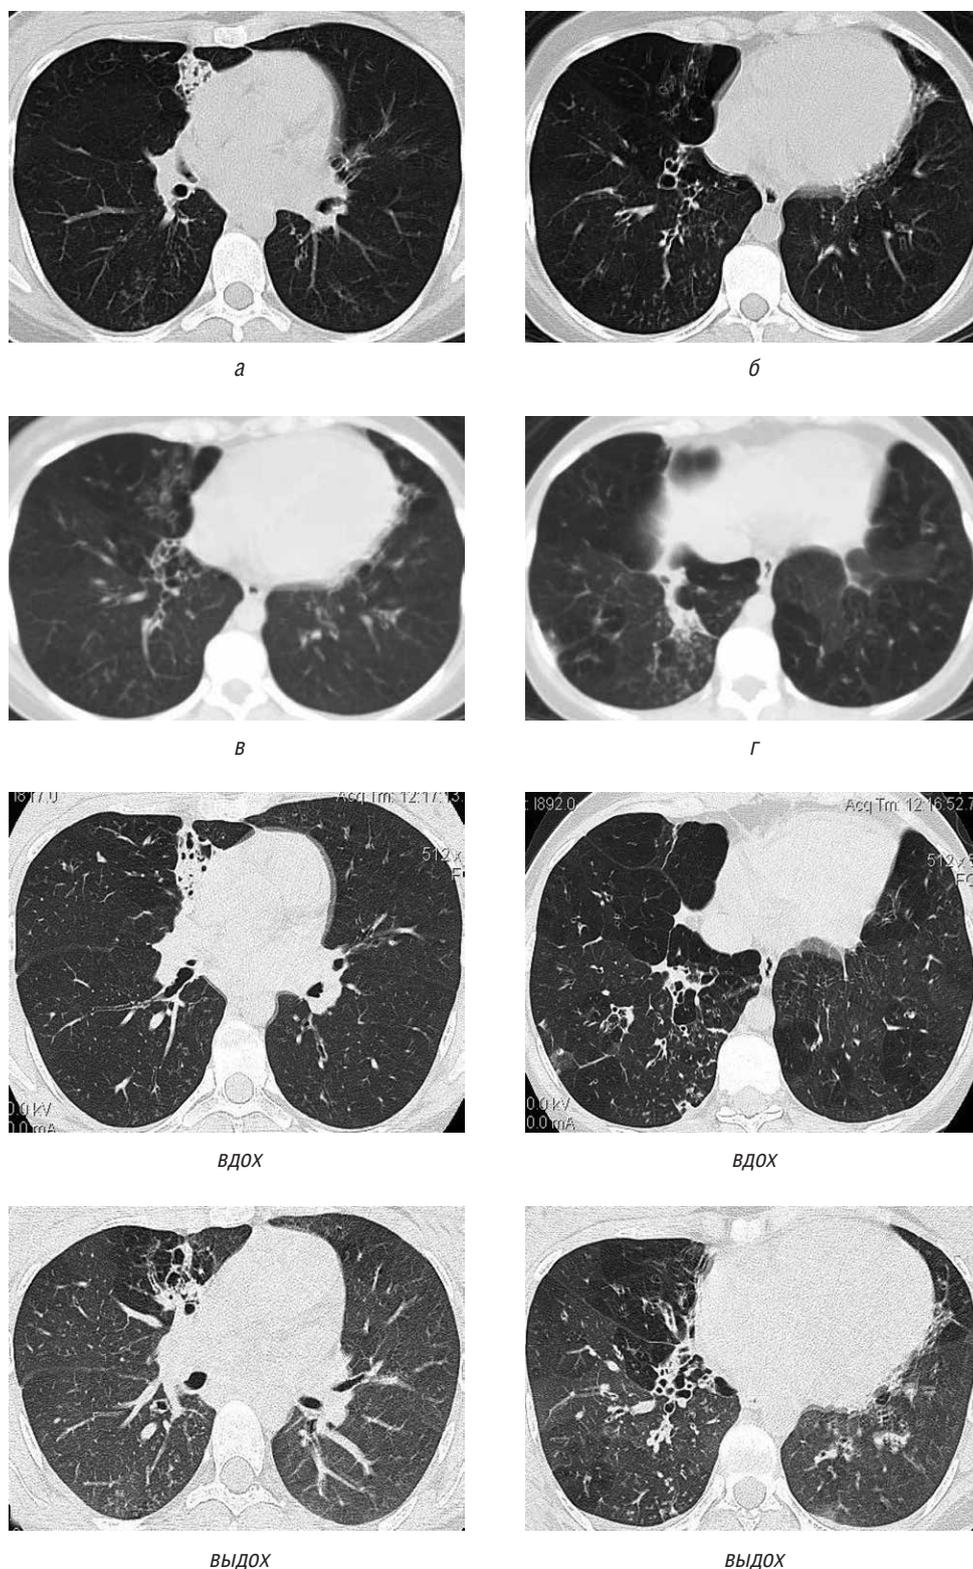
Больная Ф., 21 год. Диагноз: облитерирующий бронхиолит тяжелой степени, прогрессирующее течение, ДН II. Компьютерная томограмма: выраженная мозаичность вентиляции, участки деформированного легочного рисунка за счет фиброзных изменений, участки повышенной воздушности легочной ткани, в нижней доле правого легкого — изменения по типу «дерева в почках»: расширенные просветы бронхиол, заполненные секретом (а, б). Парамедиастинально в средней доле и медиабазальных сегментах нижней доли правого легкого визуализируются участки пневмофиброза с переходом в плеврокостальные и плевродиафрагмальные спайки, на фоне которых прослеживаются неравномерно расширенные просветы тракционных бронхоэктазов, частично заполненные секретом (а, г). На выдохе остаются определенные участки вздутия легочной ткани, показатели воздушности практически не изменяются
